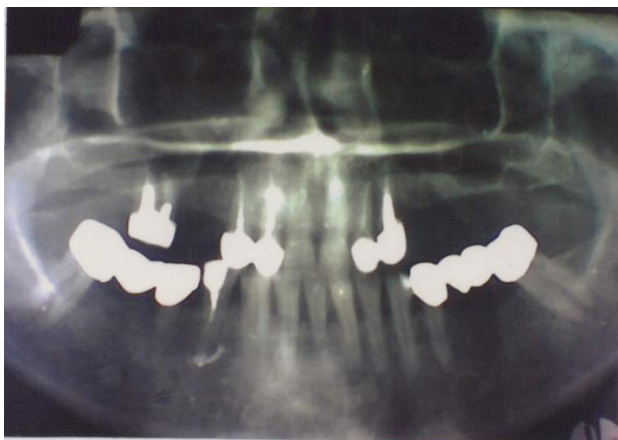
Отпечаток панорамной рентгенографии у больной К-ной Л.Б., и.б. №65 от 24 ноября 2003.
